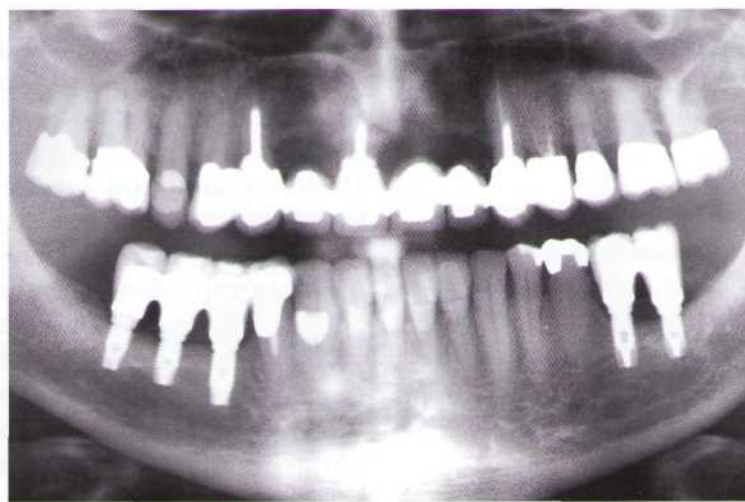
Панорамная рентгенограмма через 3 года после установки имплантатов.
